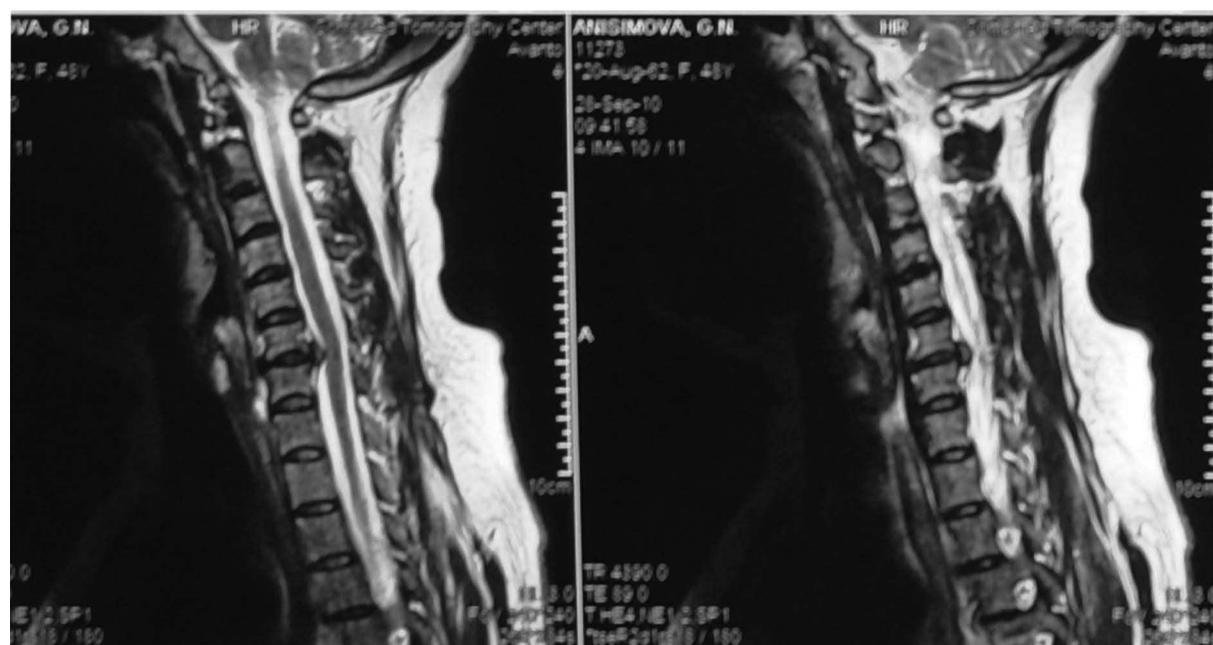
Больная А. МРТ, сагиттальные срезы до операции.
